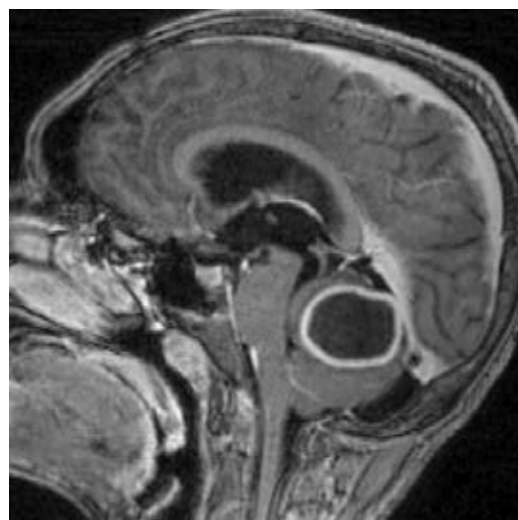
МРТ головного мозга (Т1-ВИ с внутривенным введением контрастного препарата в сагиттальной плоскости) от 16.08.2020 г. Пояснения в тексте
